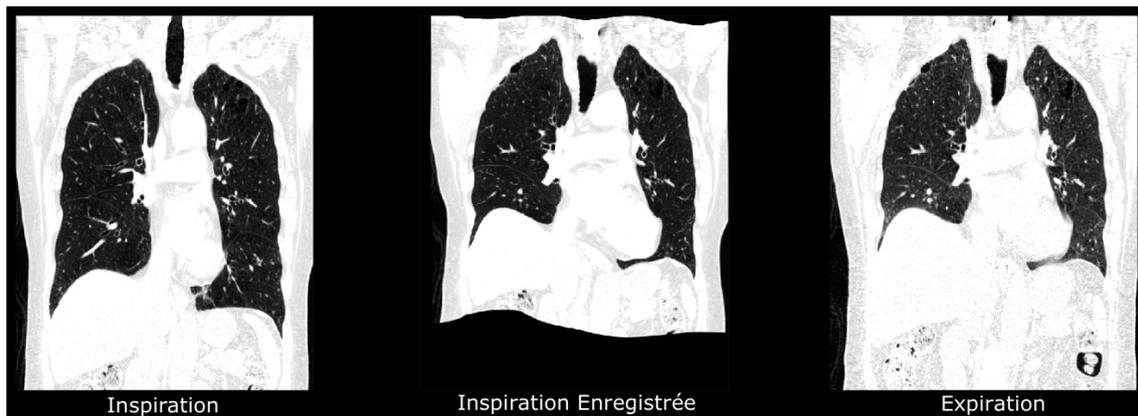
Acquisition TDM de la phase inspiratoire enregistrée avec celle de la phase expiratoire.
